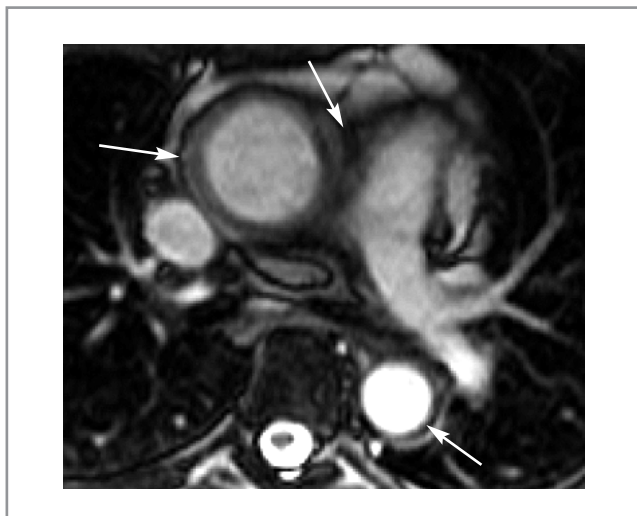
МРТ, TRUE FISP, поперечная плоскость. Определяется утолщение стенок ВАО и НАО, легочной артерии.
